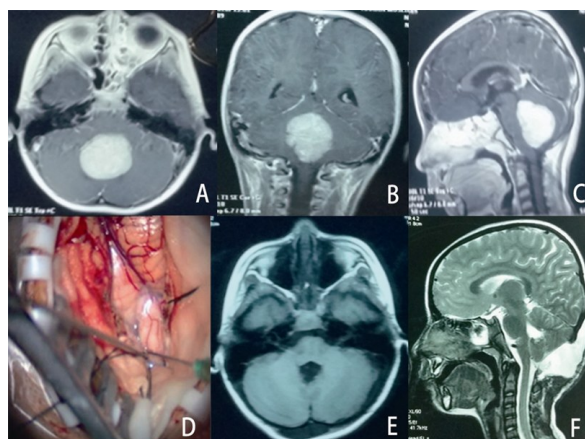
儿童幕下髓母细胞瘤手术前后MRI及术中所见 A~C. 术前MRI,示肿瘤充满第四脑室,密度均一,强化明显,大小约6 cm×5 cm×5 cm,桥脑及延髓受压向前移位;D. 术中打开小脑延髓裂暴露肿瘤;E、F. 术后MRI复查,肿瘤完全切除,脑干及小脑复位良好,未见残余肿瘤及脑积水
